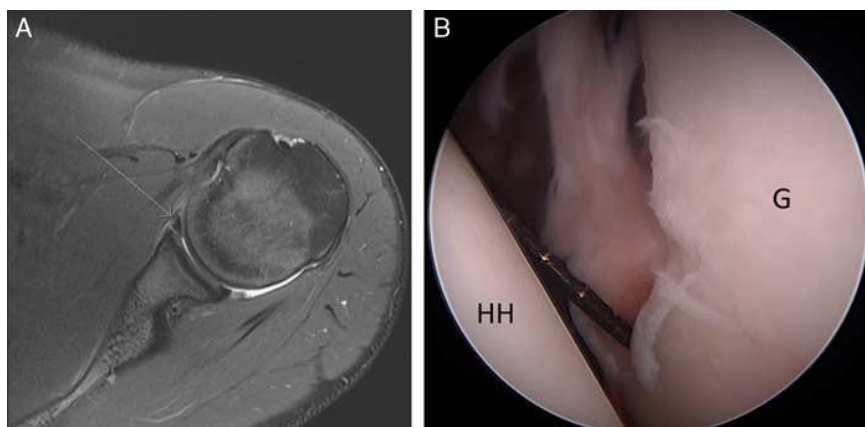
Lesión de Bankart. En la imagen A) vista en una imagen de resonancia magnética T2 saturación grasa. En la imagen B) observamos la lesión en una imagen artroscópica vista desde el portal posterior. HH indica cabeza humeral, G glenoide ⁷.
